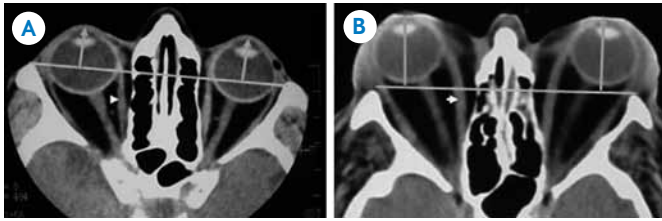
A) y B) Tomografía computada en corte axial a nivel de globos oculares que muestra la medida de la línea bimar y la línea polo ocular.
